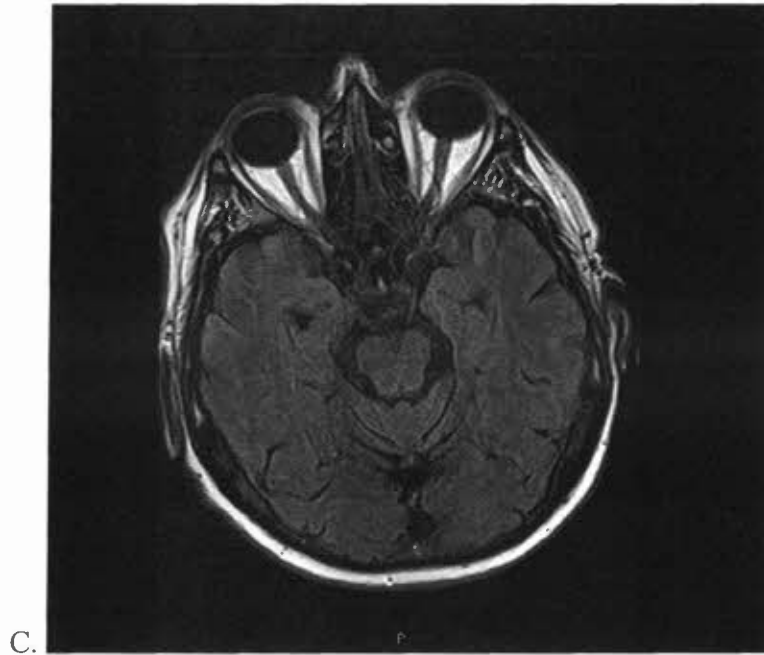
A, B: coupe axiale en IRM pondération Flair mettant en évidence des plages en hypersignal de la substance blanche sous-corticale en pariéto-frontal prédominant à gauche (A) et en temporo-occipital prédominant à gauche (B). C : Contrôle IRM à 3 mois chez le même patient. Coupe axiale en IRM pondération Flair mettant en évidence une réversibilité des anomalies de la substance blanche
